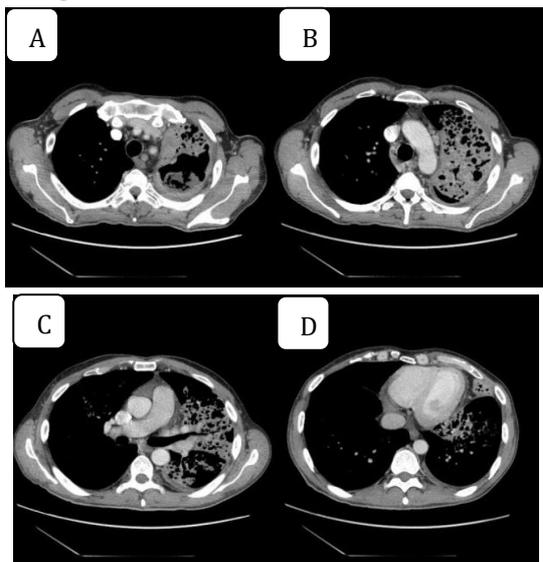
TC torácica que muestra afectación parenquimatosa prácticamente exclusiva del hemitórax izquierdo, observándose lesión en el interior de la cavidad situada en lóbulo superior izquierdo que podría corresponder a una afectación por aspergiloma subyacente (A)
